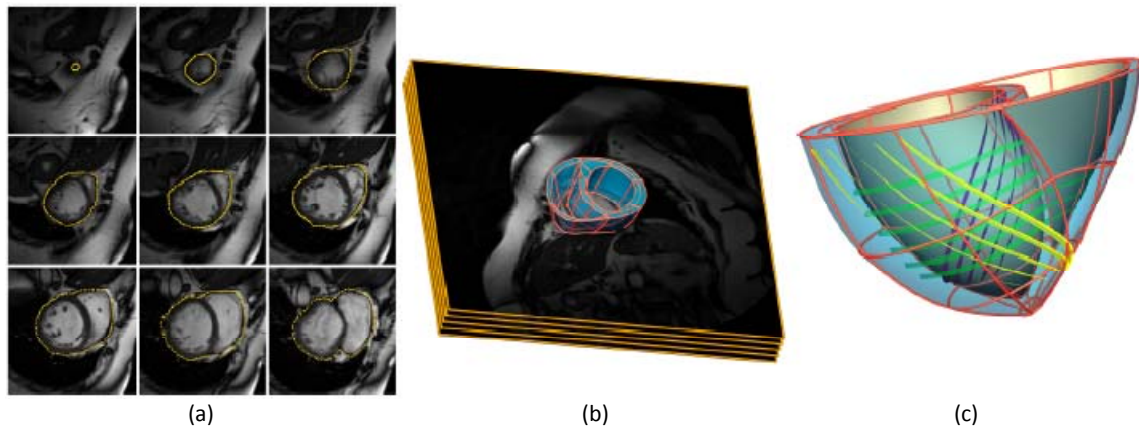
(a) Segmentación manual del epicardio ventricular sobre diferentes cortes en el eje corto cardíaco de una MRI *in-vivo*. (b) Renderización 3D de las superficies segmentadas sobre un corte de la MRI cardíaca. (c) Malla de volumen del modelo bi-ventricular personalizado a paciente. Los trazos amarillos, verdes y morados representan, respectivamente, la dirección principal de la orientación de fibras introducida en el modelo a nivel de epicardio, mid-miocardio y endocardio
